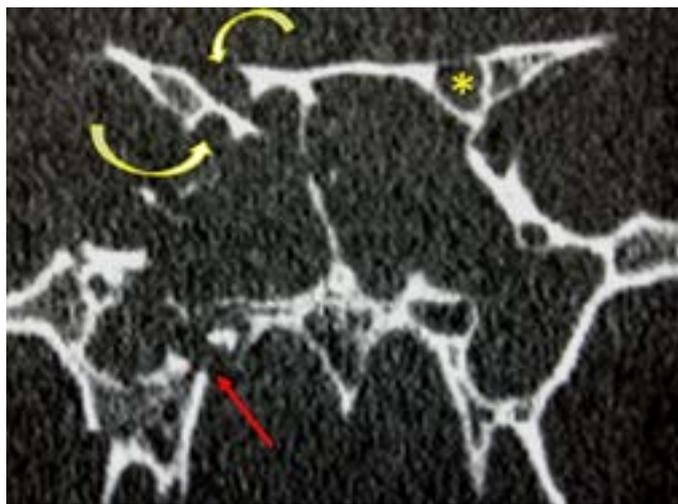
Reconstrucción coronal de TC en ventana de hueso en la que se objetiva una fractura del ala mayor del esfenoides con afectación y desplazamiento del canal óptico (flechas curvas) en el contexto de una fractura más amplia (flecha roja). El asterisco amarillo muestra el canal óptico izquierdo normal. Este tipo de fractura se denomina en «tijera» y se asocia a lesión del fascículo óptico y ceguera.
